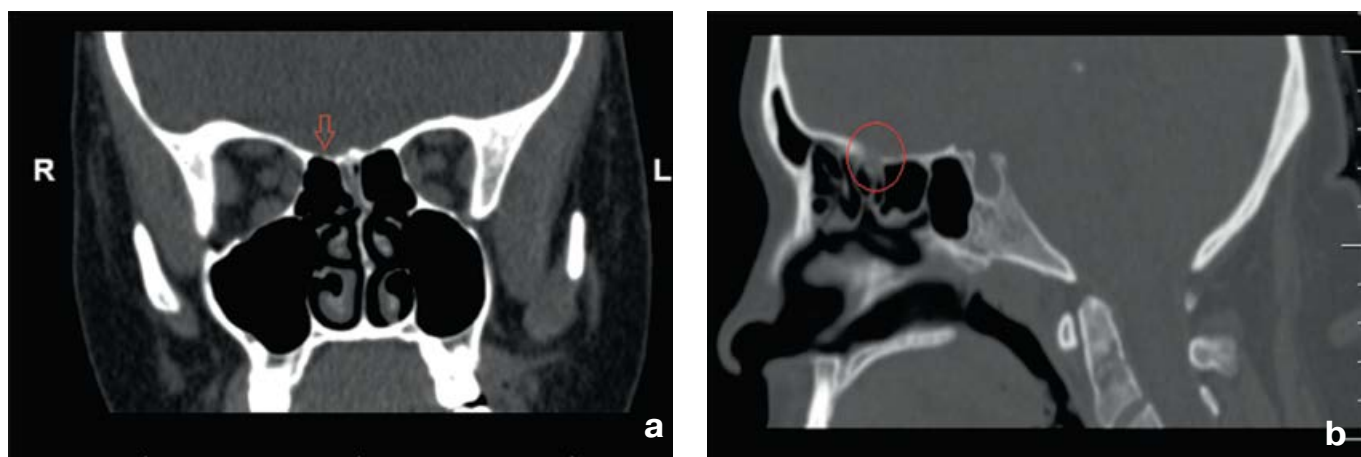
High-resolution CT:
